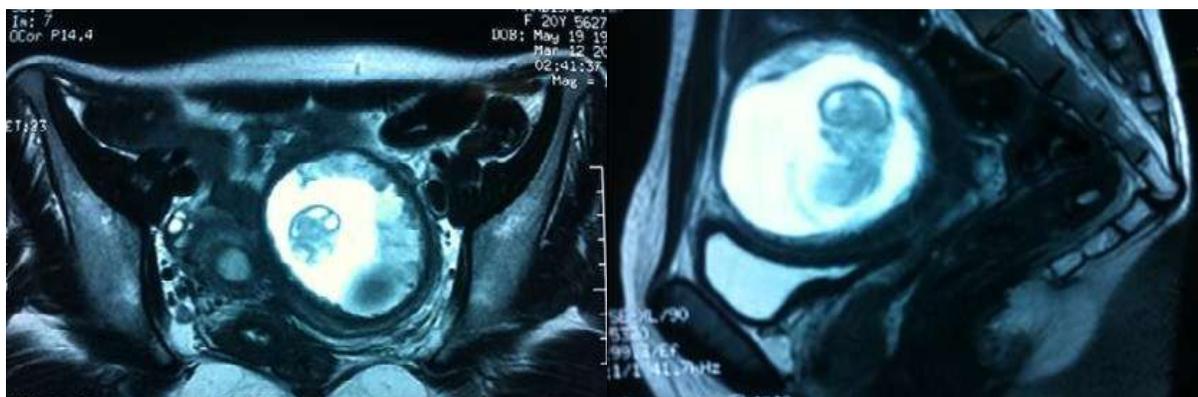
IRM pelvienne (coupes axiale et sagittale) : utérus bicorne uni cervical avec hémi-matrice gauche borgne rudimentaire contenant un fœtus.
